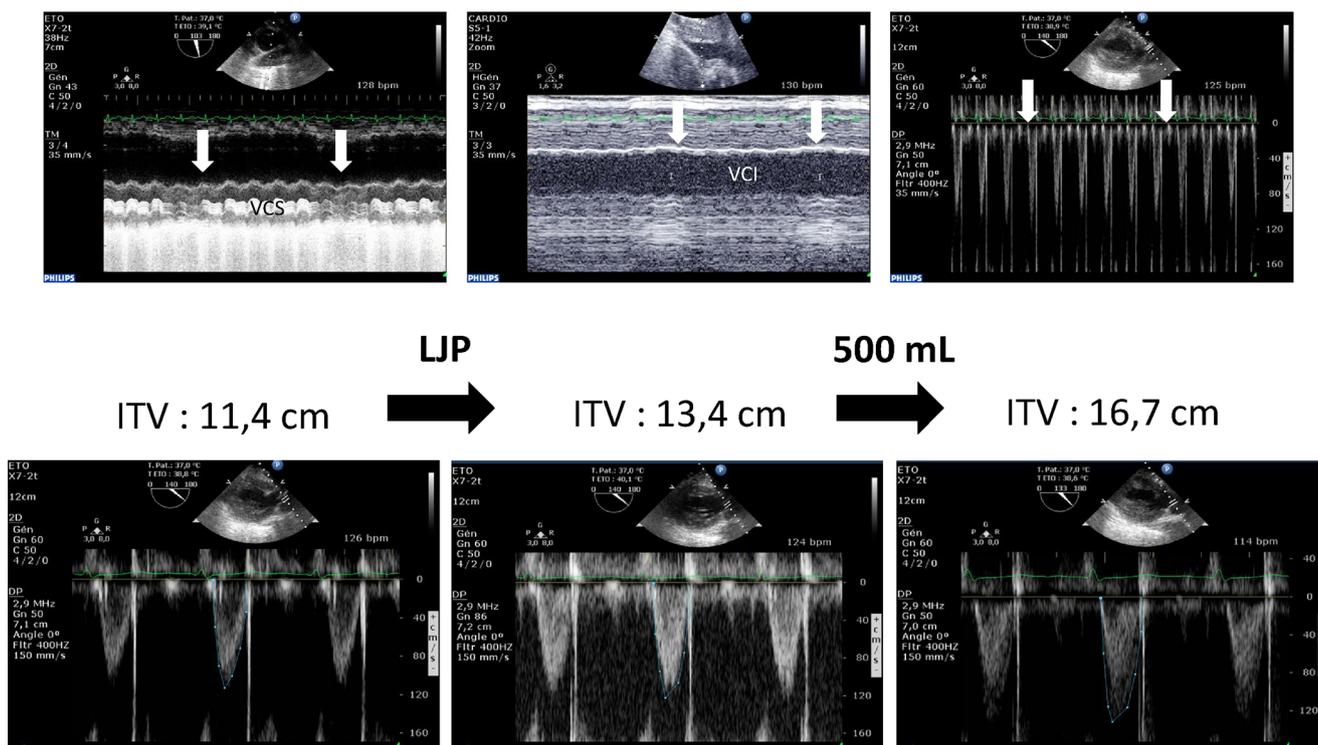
Exemple de monitoring échocardiographique chez un patient ventilé pour choc septique compliqué de défaillance polyviscérale. L'échocardiographie transœsophagienne montre des variations respiratoires minimales de la veine cave supérieure (VCS) avec une faible diminution de son diamètre pendant l'insufflation mécanique (en haut à gauche, flèches). L'échocardiographie transthoracique montre des variations respiratoires minimales de la veine cave inférieure (VCI) avec une faible augmentation de son diamètre pendant l'insufflation mécanique (en haut au milieu, flèches). Il existe également des variations respiratoires minimales de la vitesse doppler maximale enregistrée dans la chambre de chasse du ventricule gauche, avec une faible accélération pendant l'insufflation mécanique (en haut à droite, flèches). Le volume d'éjection systolique est fortement diminué comme le reflète une intégrale temps-vitesse (ITV) du profil doppler enregistré dans la chambre de chasse du ventricule gauche à 11,4 cm (en bas à gauche). En l'absence de critère franc de précharge-dépendance, on réalise un lever de jambes passif (LJP) avec une bascule de 90° qui augmente l'intégrale temps-vitesse du profil doppler enregistré dans la chambre de chasse du ventricule gauche à 13,4 cm (en bas au centre). Cette augmentation de 18 % est en faveur d'une réponse au remplissage vasculaire qui est confirmée par la perfusion rapide de 500 ml de macromolécules : celle-ci permet d'augmenter l'intégrale temps-vitesse du profil doppler enregistré dans la chambre de chasse du ventricule gauche à 16,7 cm (en bas à droite). Parallèlement, le profil doppler mitral n'évoluera pas, reflétant ainsi l'absence d'augmentation des pressions de remplissage du ventricule gauche
